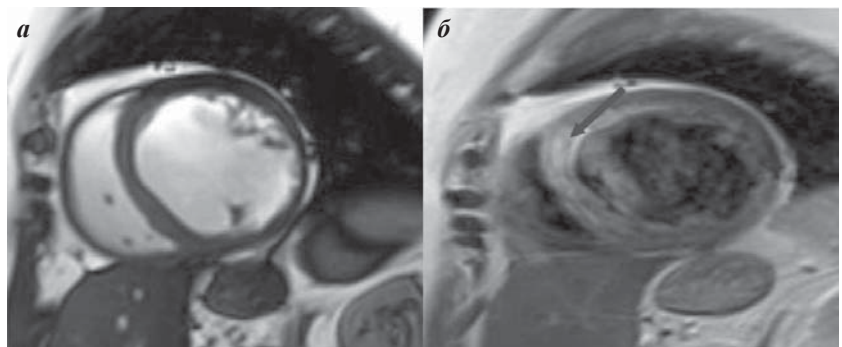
МРТ срезы желудочков сердца по короткой оси: а - T2 взвешенное изображение (отек стенки желудочков в виде высококонтрастной зоны); б - тот же срез через 3 минуты после введения контраста (раннее контрастное усиление - указано стрелкой).
